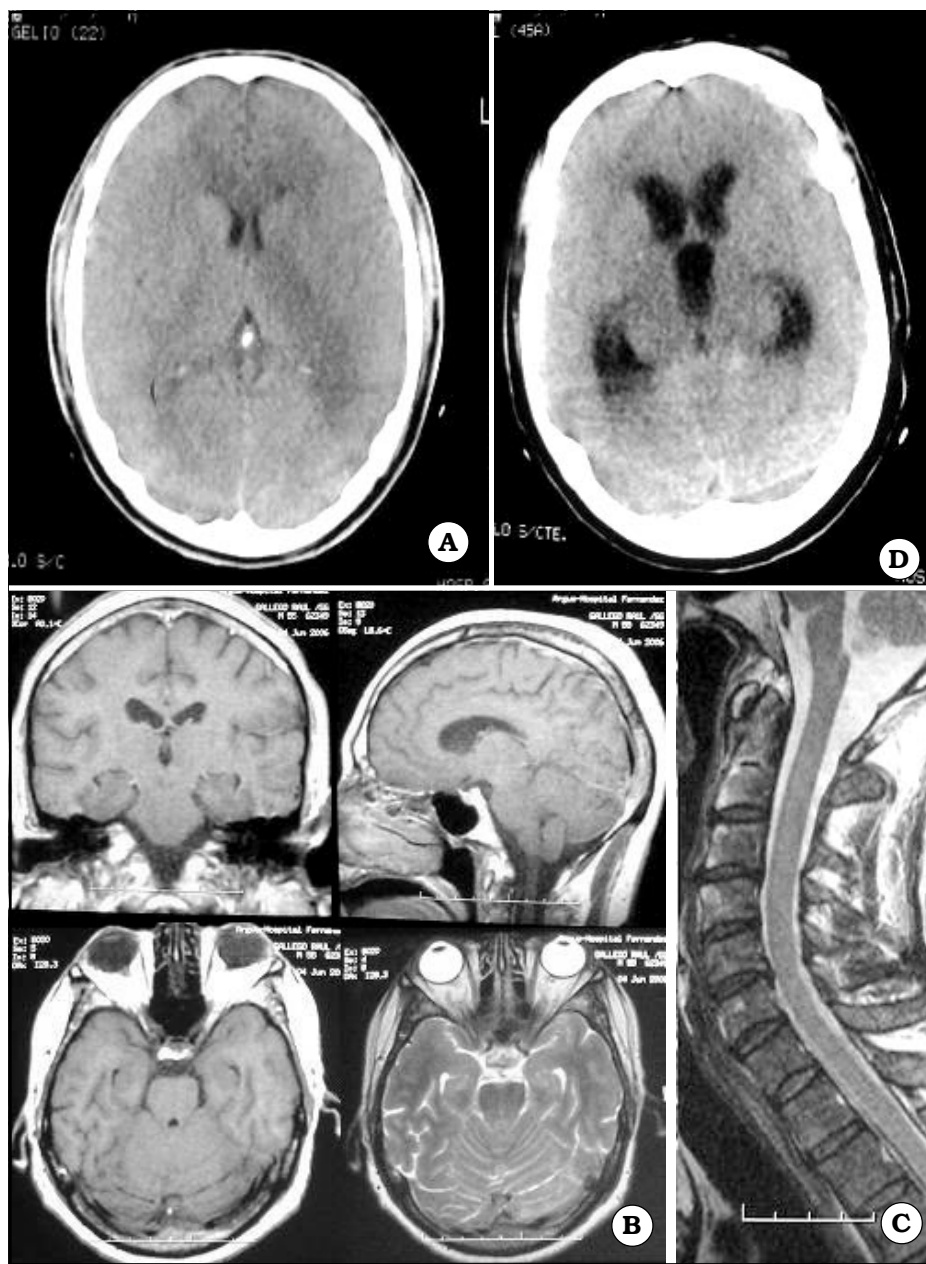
A. TAC de ingreso. B. IRM de ingreso. C. IRM de columna cervical. D. TAC ulterior.
